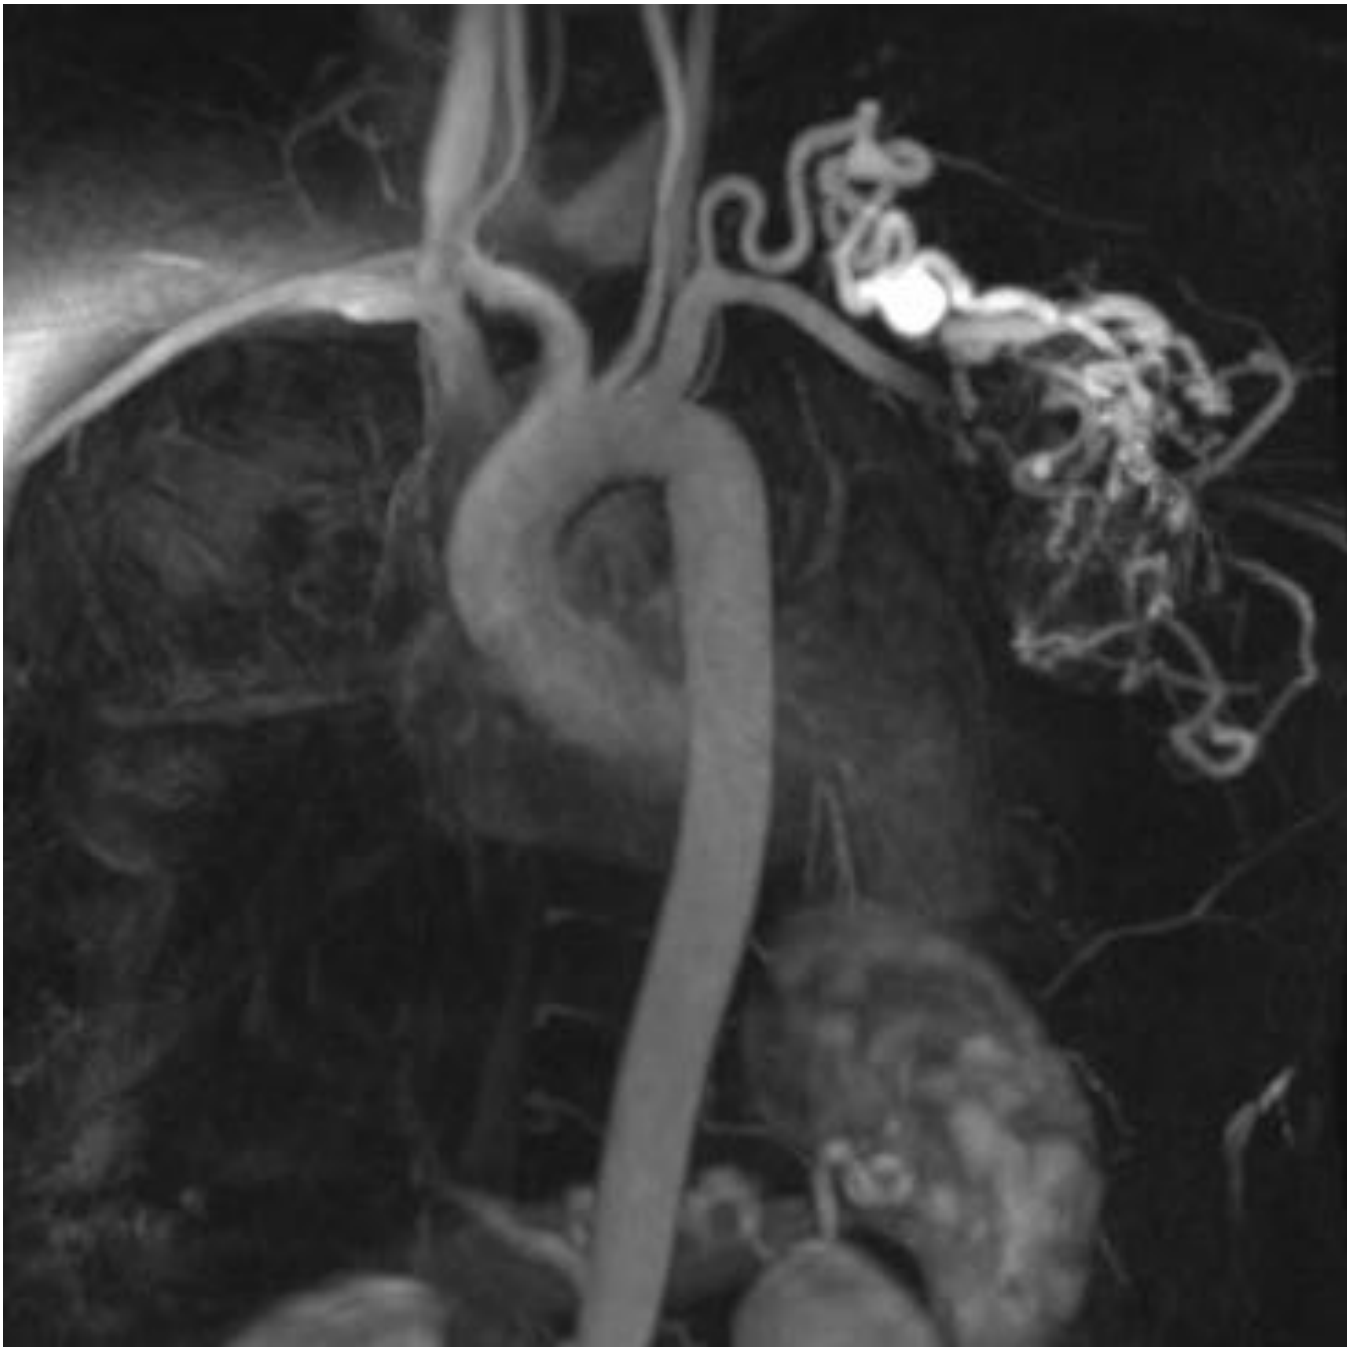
RM donde se observa una gran malformación vascular arteriovenosa subescapular que se origina en la arteria subclavia izquierda.
